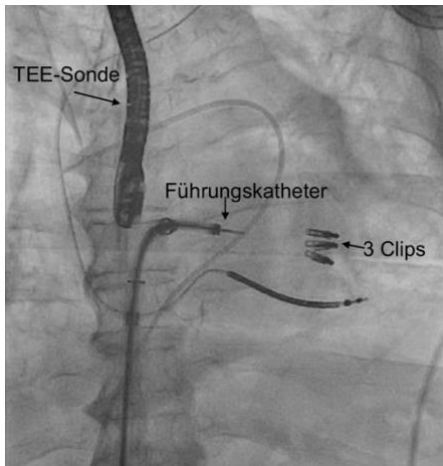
periinterventionelle Röntgenaufnahme (Universitätsklinikum Tübingen, Kardiologie)
